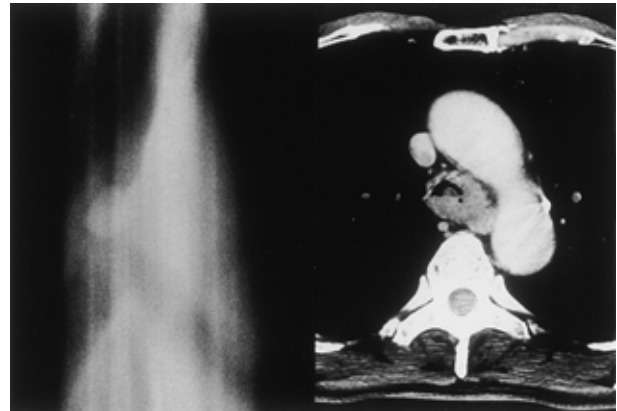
a) Chest tomogram shows a tumor shadow in the lower trachea b) Chest CT shows tumor arising from the posterior wall of the trachea and wall thickening.
